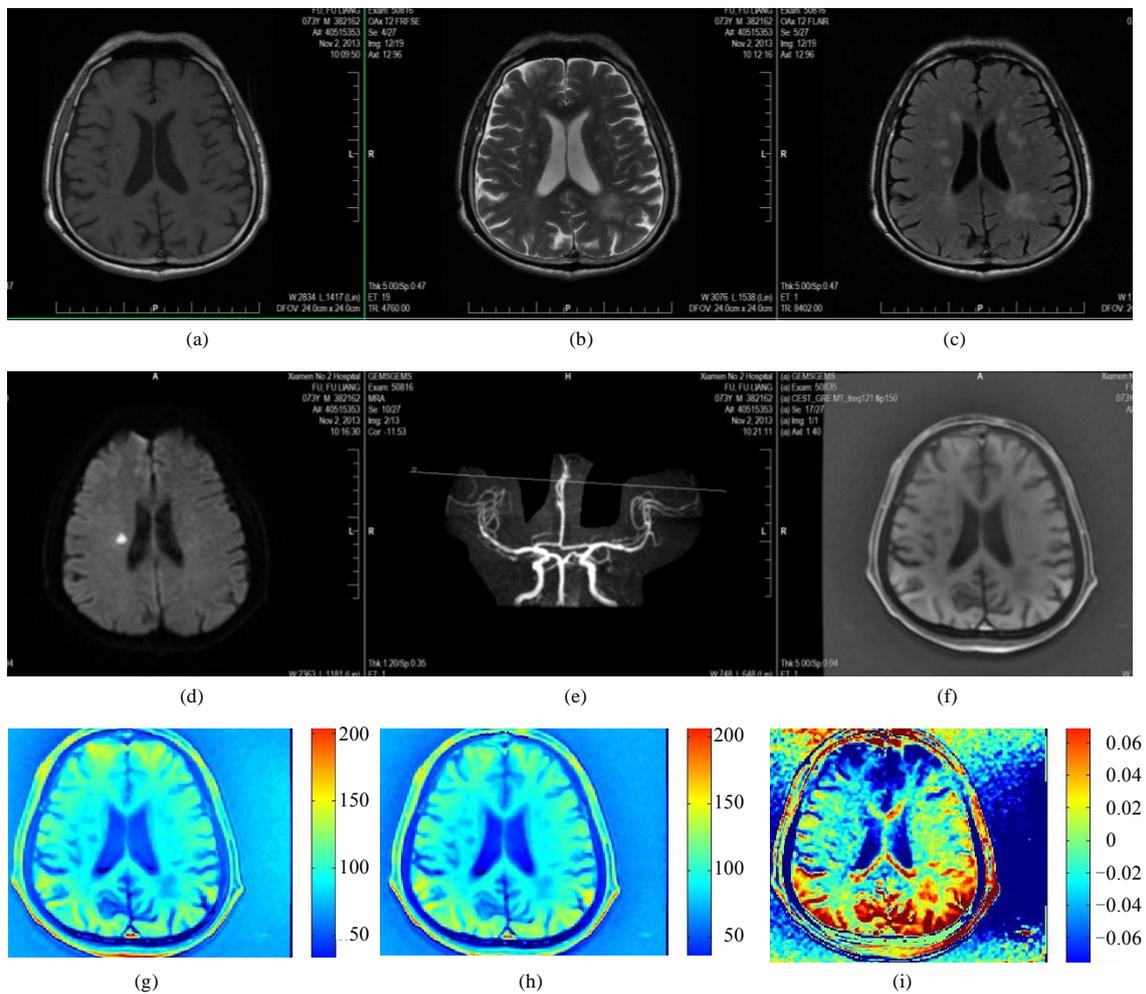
脑梗塞患者脑部磁共振图像。(a) T_1 加权图; (b) T_2 加权图; (c) T_2 FLAIR 图; (d) DWI 图; (e) 增强 T_1 加权图; (f) 饱和频率为 -224 Hz 的原始图; (g) 饱和频率为 -224 Hz 的伪彩图; (h) 饱和频率为 224 Hz 的伪彩图; (i) APT 图
